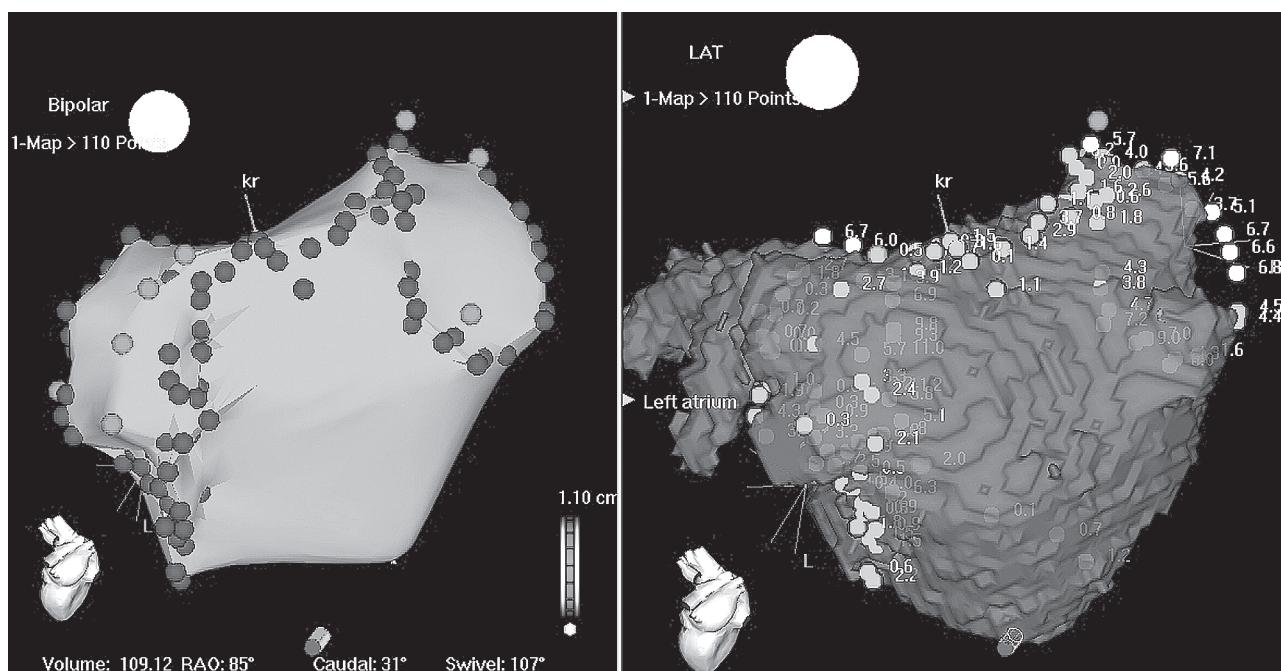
Построение трехмерного анатомического шаблона левого предсердия для проведения картирования с помощью системы "CARTO-Merge". В левой части рисунка представлена анатомическая трехмерная реконструкция левого предсердия (со стороны задней стенки левого предсердия), в правой – совмещение анатомической трехмерной реконструкции левого предсердия с данными, полученными при проведении компьютерной томографии сердца
